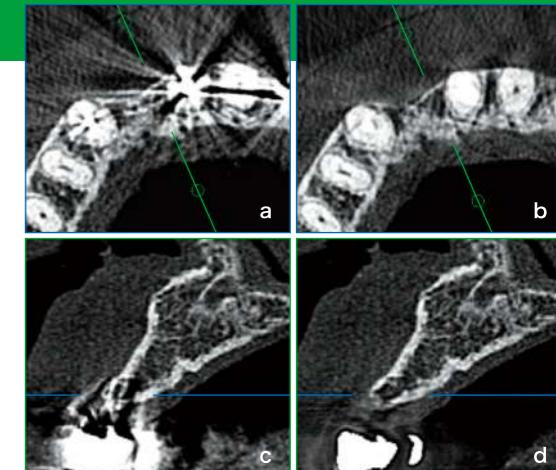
a,c:隣在するポストの影響で2の頸骨はCT画像が崩れている。b,d:GIDORA再構成ではポストの影響が排除され頸骨形状が見える。
